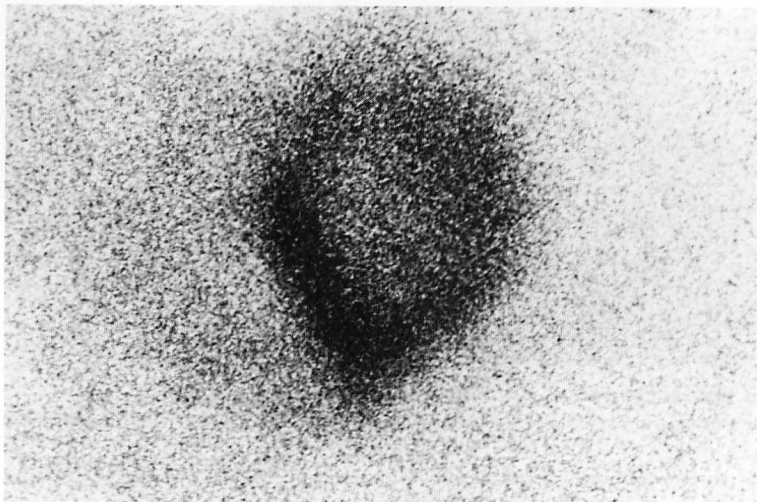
Thallium-201 myocardial perfusion scintigram (planar image).
